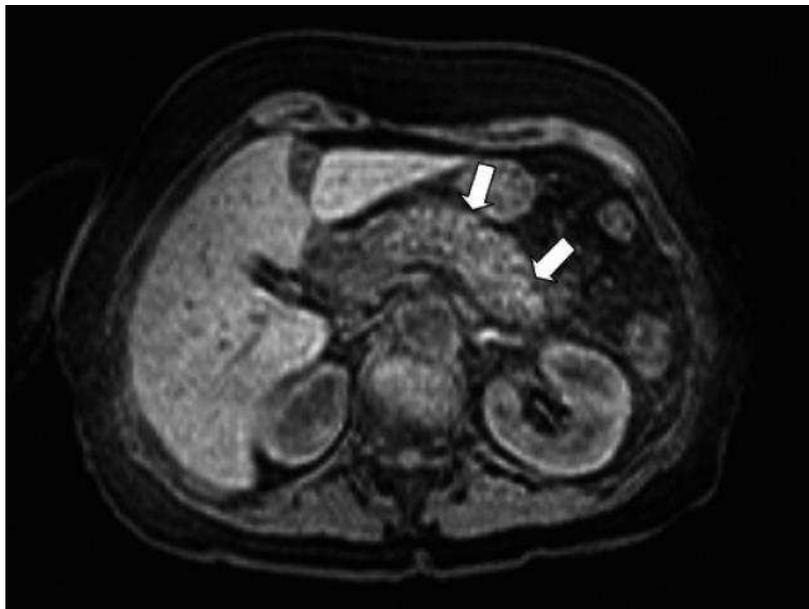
Figura #16: Sección sagital de tomografía computada de abdomen contrastada, páncreas heterogéneo, aumentado de tamaño, con presencia de áreas de colección.
